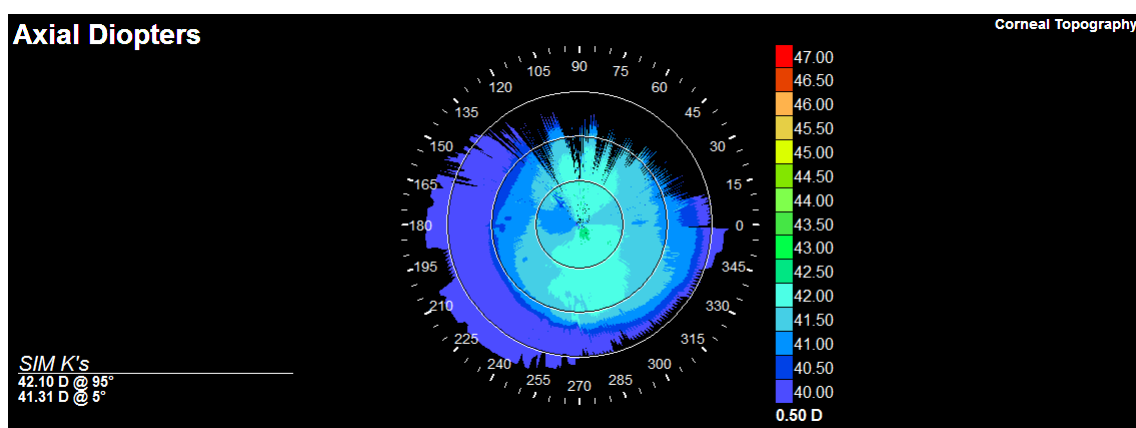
Imagem de uma topografia usando o software Vol-CT 6.89
